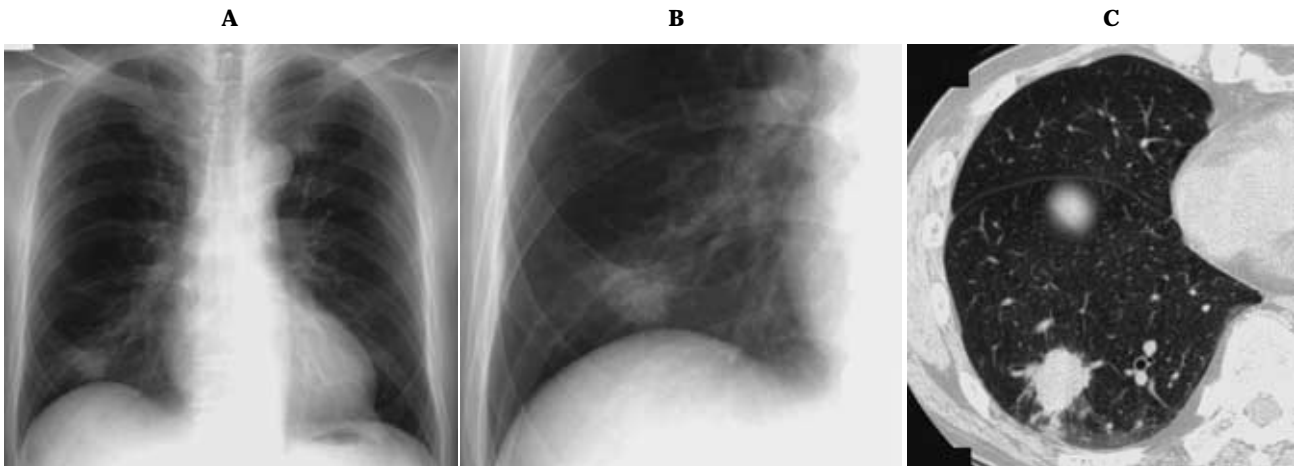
Squamous cell carcinoma, peripheral type: CR (A, B) and HRCT (C) show a lobulated tumor in the right lower lobe. An irregular margin and tendency of broncho-vascular convergence may suggest a possibility of adenocarcinoma.
